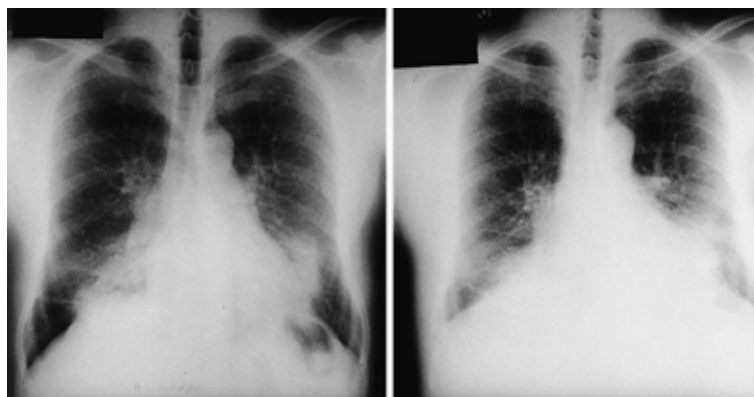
( a )Chest X-ray film on first admission( left )shows diffuse micronodular shadows and progressive massive fibrosis( PMF ). ( b )Chest X-ray film on readmission( right )shows volume loss bilaterally with extension of micronodular shadows and enlarged areas of PMF.
